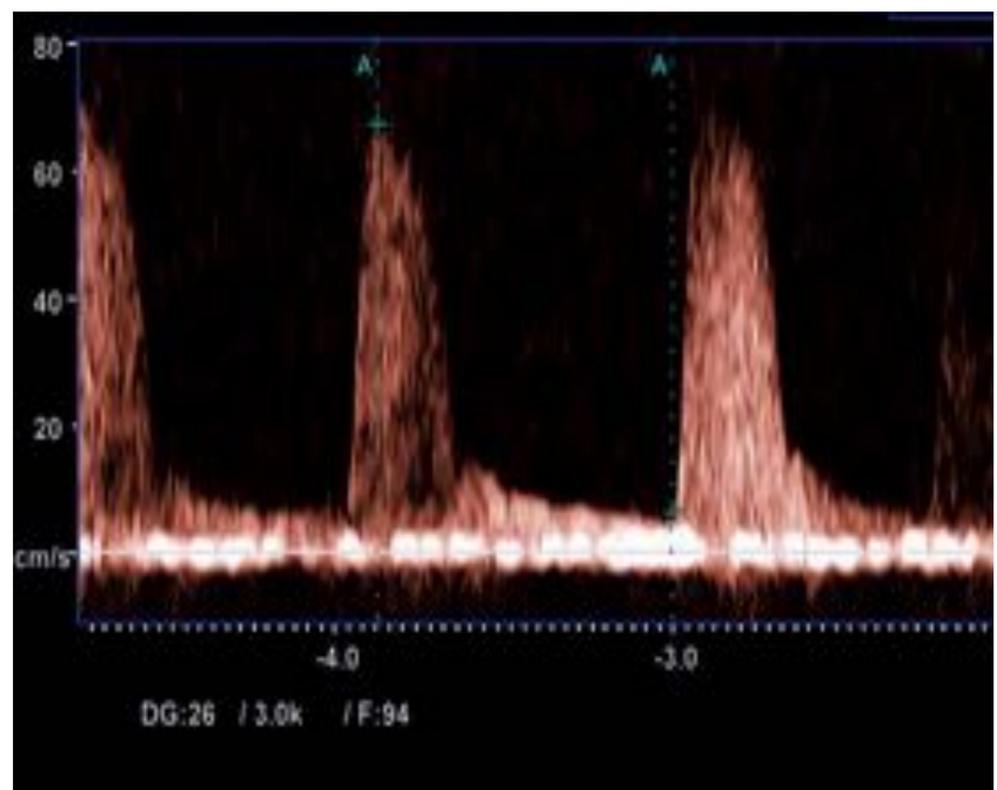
Doppler color de arteria hepática con IR elevado (>0,75)
